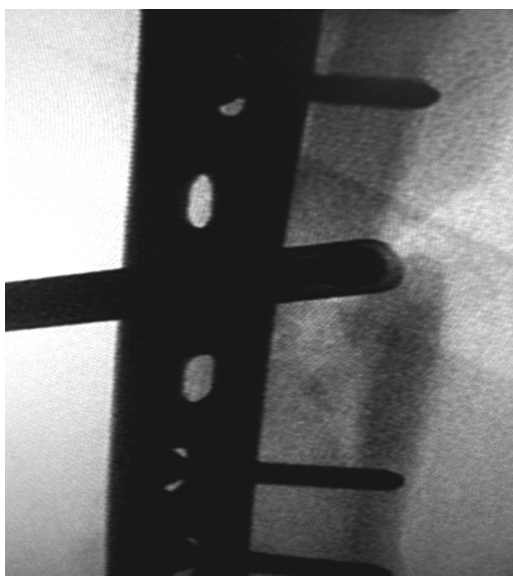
Введение ауто трансплантата в заранее подготовленное ложе (рентгенограмма).
